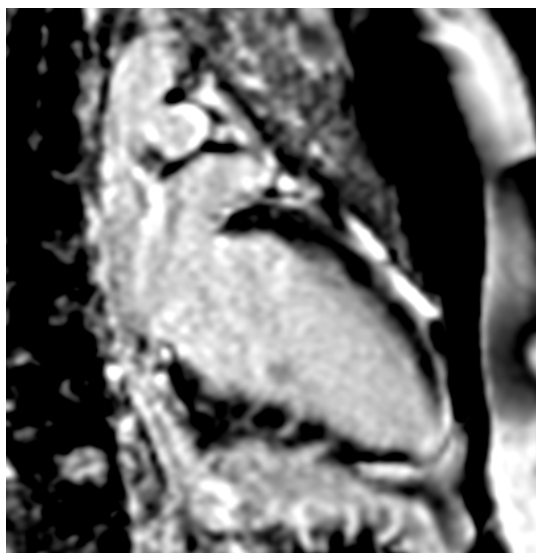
Ressonância magnética cardíaca com realce tardio pelo gadolínio. Aneurisma apical pequeno e focal do ventrículo esquerdo em paciente com doença de Chagas crônica de 25 anos, que apresentou acidente vascular cerebral. O realce tardio pelo gadolínio evidencia aneurisma de ventrículo esquerdo com fibrose miocárdica (região na cor branca no miocárdio apical). O vídeo 3 com ressonância magnética cardíaca sem contraste mostra a discinesia apical e o pequeno aneurisma.
